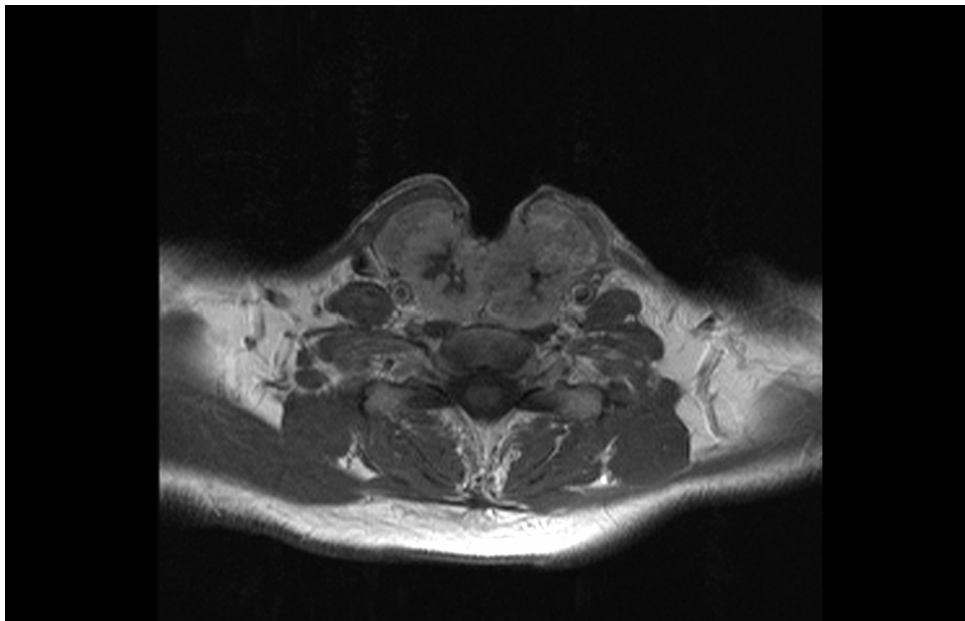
MRT-Bild eines Rezidivkarzinoms im Bereich des Tracheostomas
